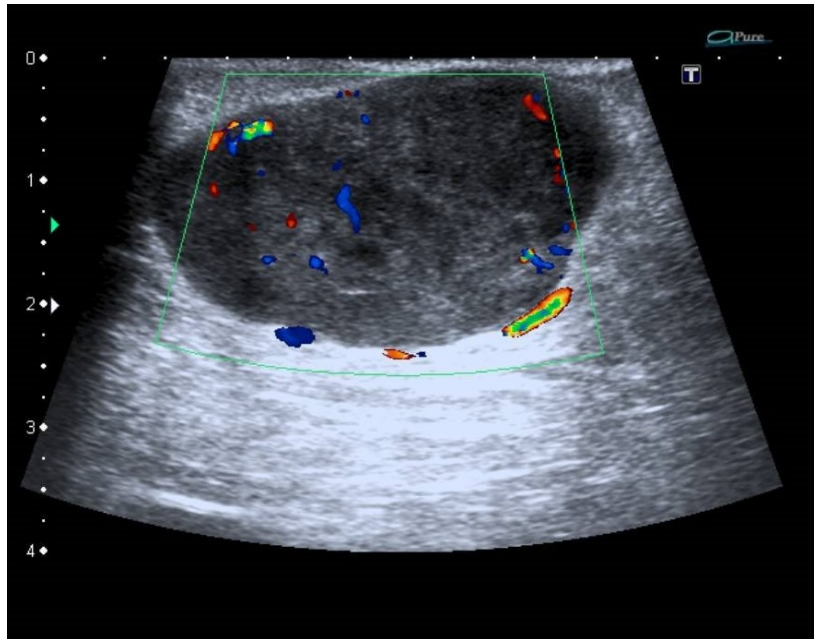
Ecografía de partes blandas, Doppler color que muestra vascularización de la lesión
